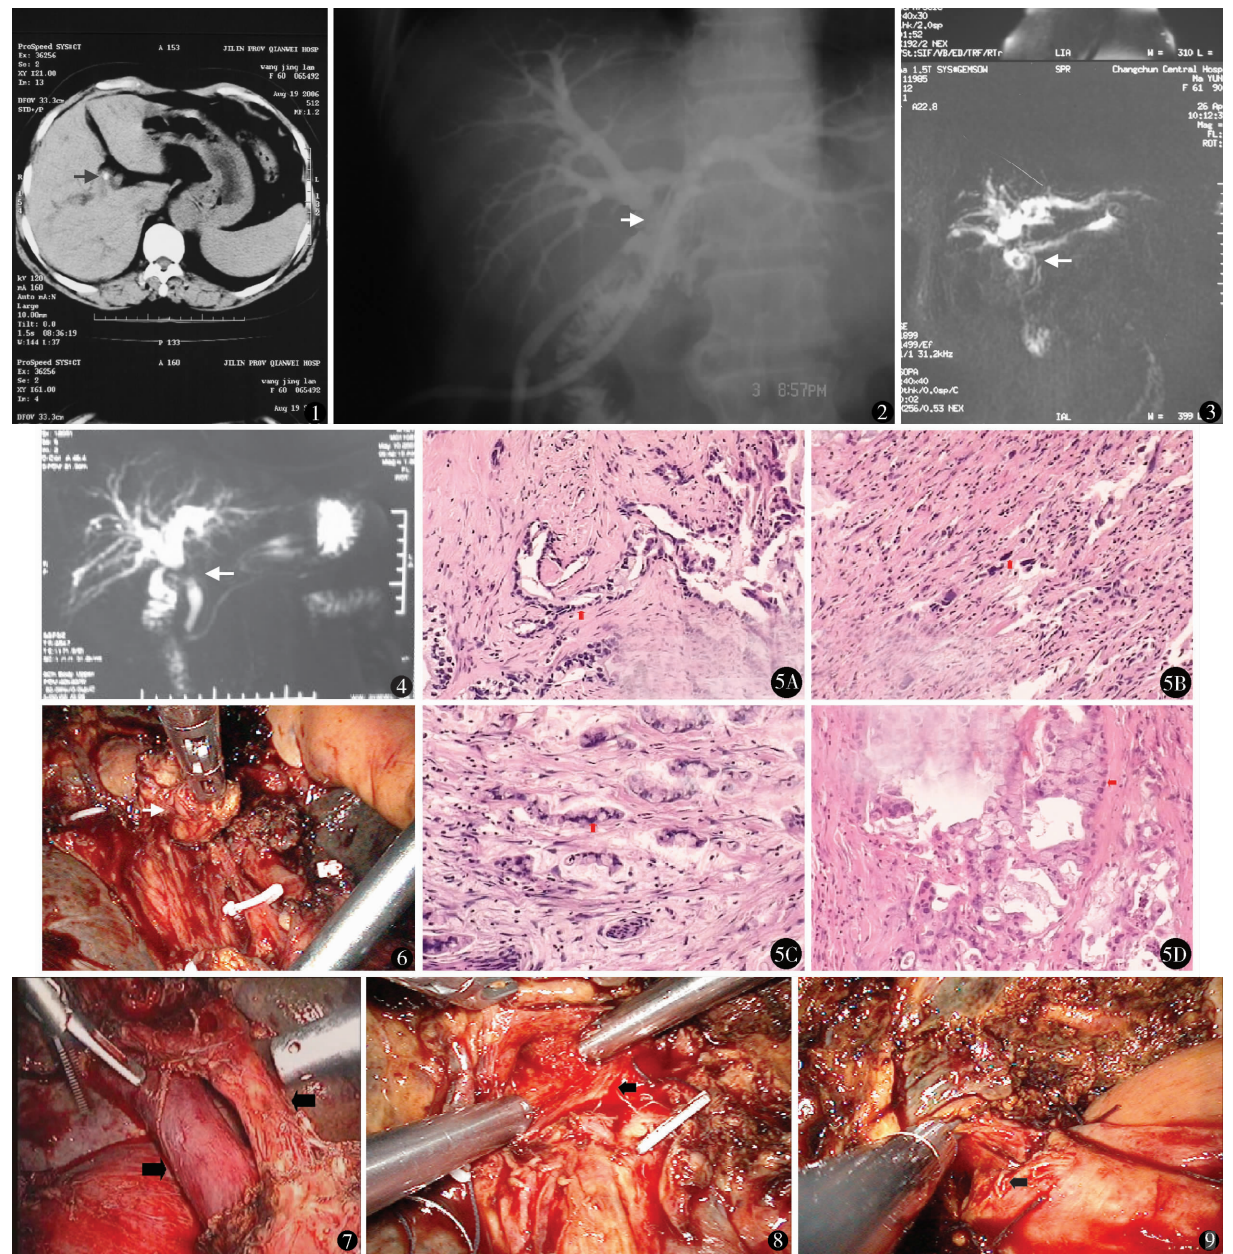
例 1 CT 肝管高密度影 图 2 例 2 经 T 管造影胆肠吻合口通畅 图 3 例 3 MRI 肝管分叉部占位 图 4 例 4 肝门胆管占位 图 5 例 1(5A)例 2(5B) 为不规则腺管状癌,例 3(5C)例 4(5D)为黏液腺癌 HE 染色 ×40 图 6 游离胆总管 图 7 箭头所示为肝门清扫后骨骼化的门静脉、肝动脉 图 8 肝门胆管盆式成形 图 9 肝管空肠吻合
